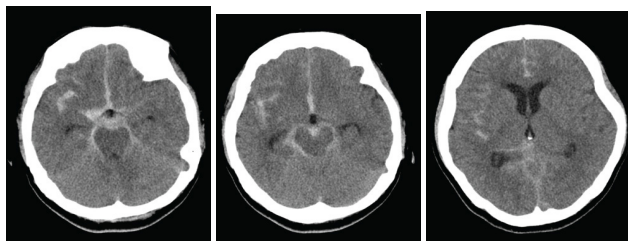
КТ-снимок головного мозга без контраста в осевой проекции: видно диффузное САК III степени по модифицированным критериям Фишера с признаками гидроцефалии
